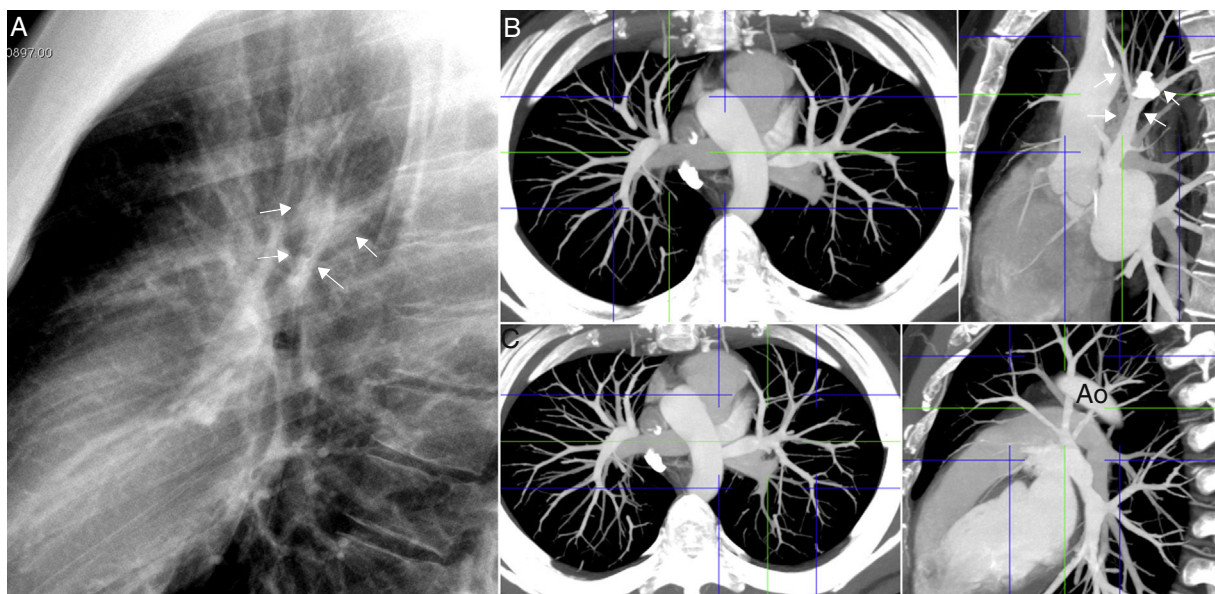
Seudolesión pulmonar. A) Radiografía lateral (RL) de tórax. Imagen triangular densa (entre flechas) superpuesta a la mitad posterior de la tráquea y al arco aórtico. B) Tomografía computarizada de tórax de máxima intensidad de proyección con reconstrucción sagital al nivel de las venas pulmonares derechas y C) de las venas pulmonares izquierdas. La imagen visualizada en la RL se forma por la superposición de los vasos del lóbulo superior derecho e izquierdo y el cayado de la vena álgigos. Ao: arco aórtico.
